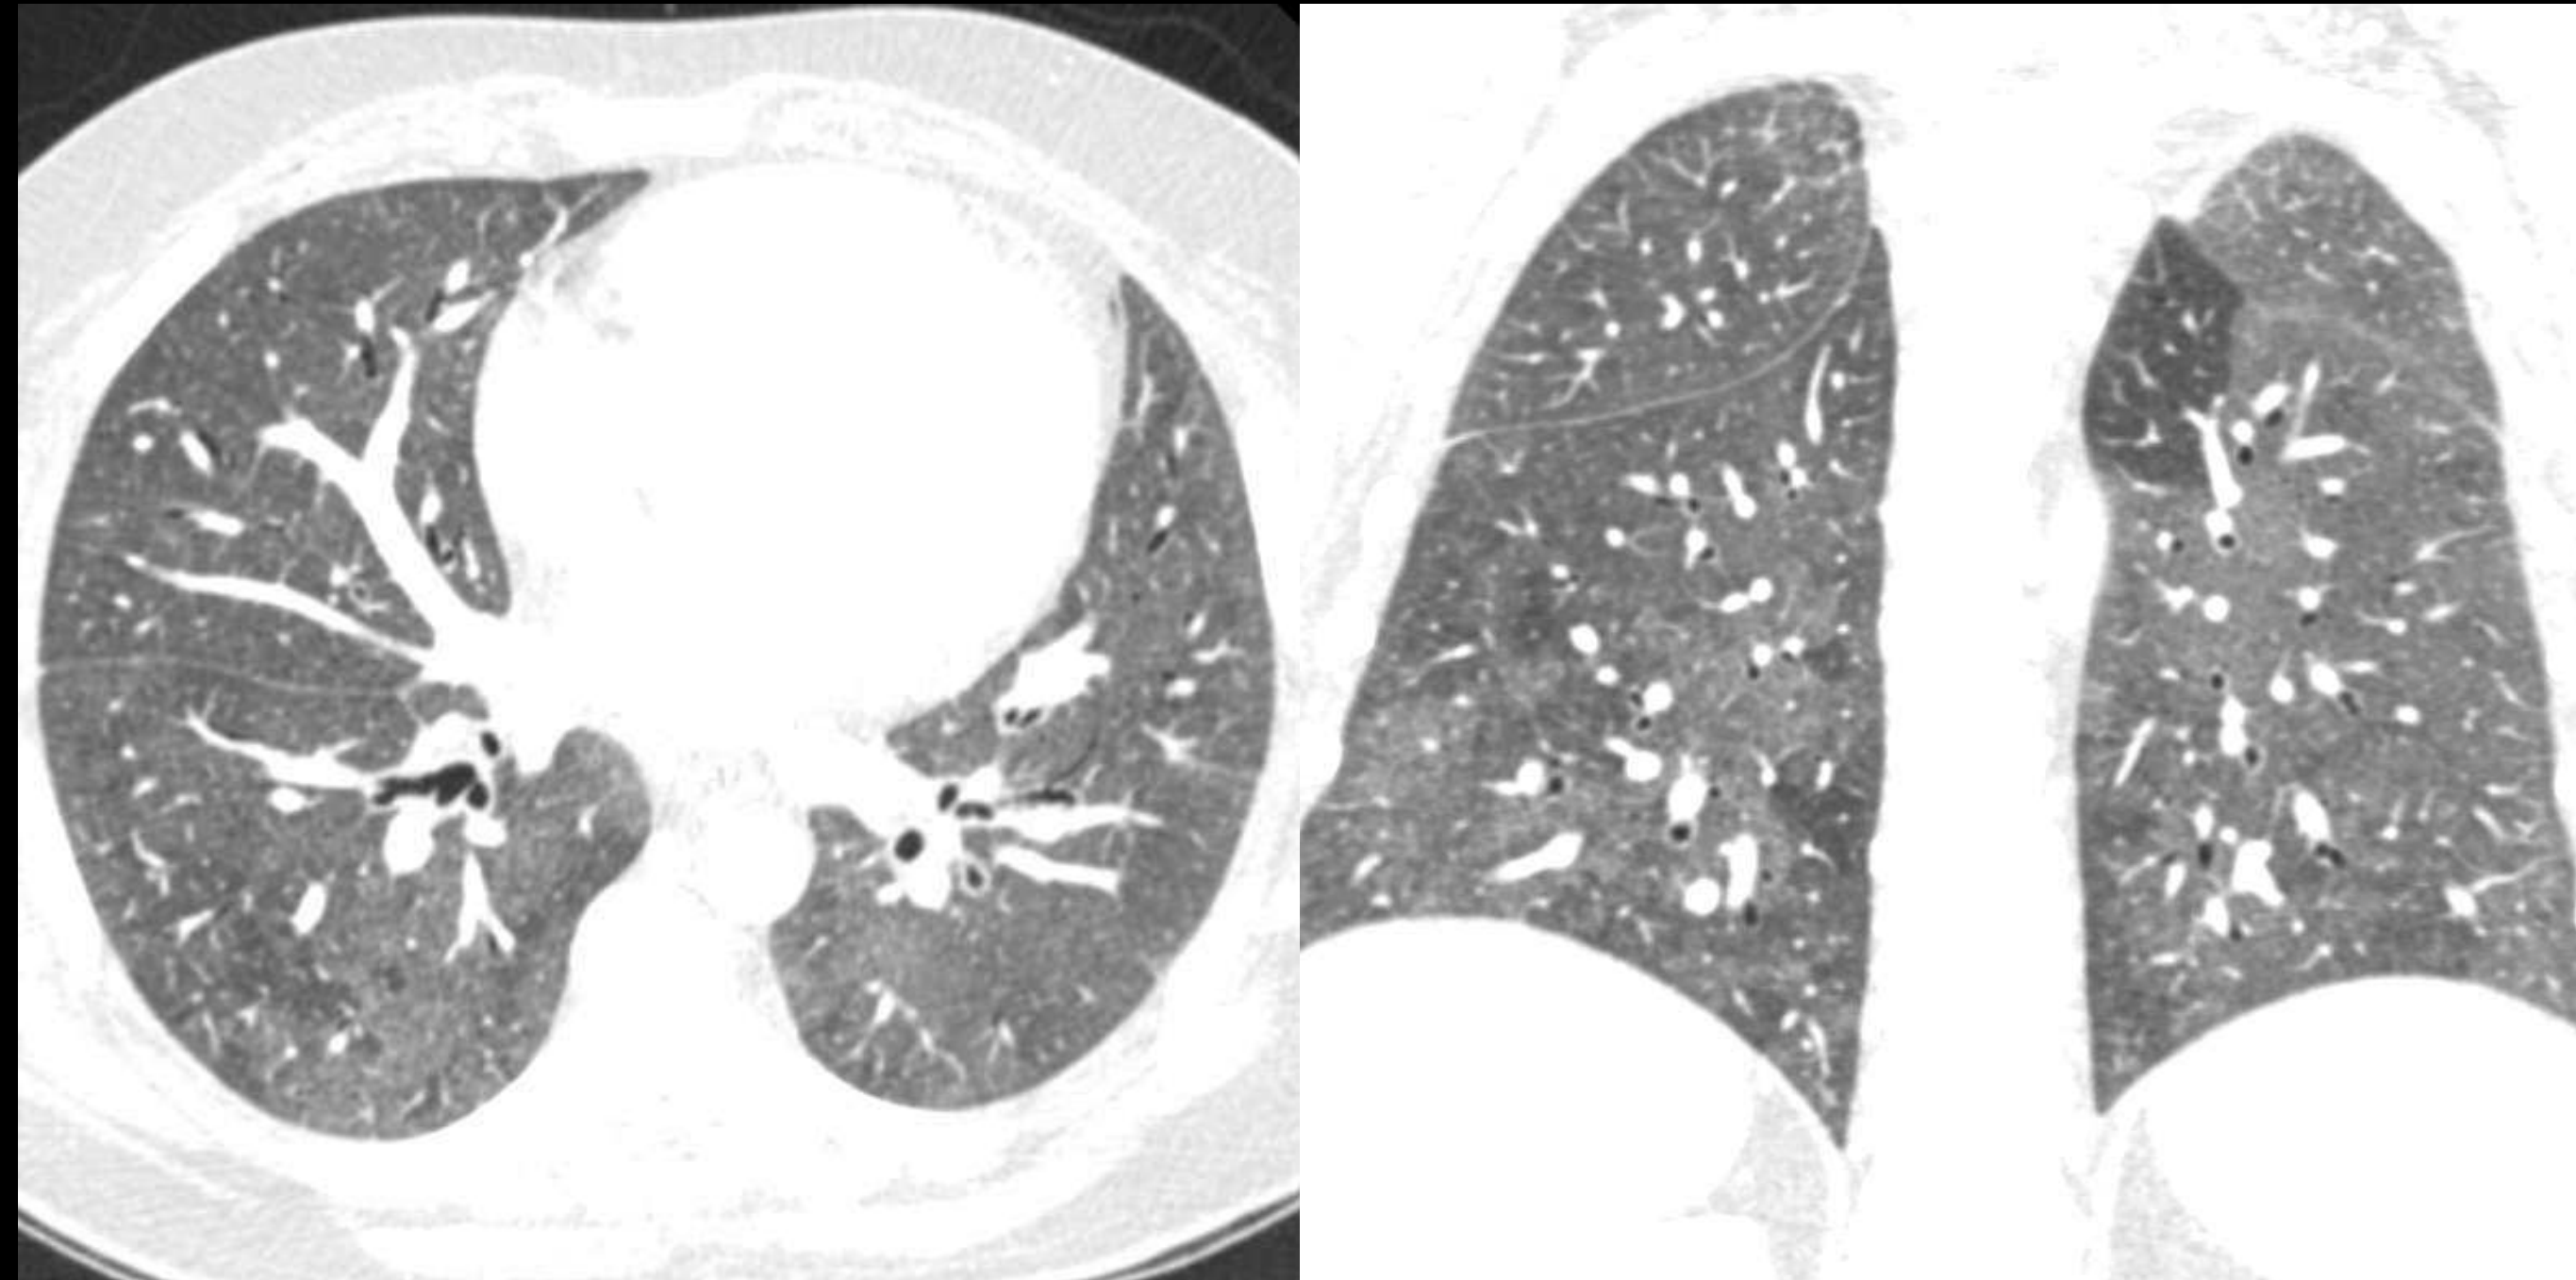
Hallazgos en TC de neumonía por macrófagos alveolares (NMA). Mismo paciente, cortes axial y coronal.
